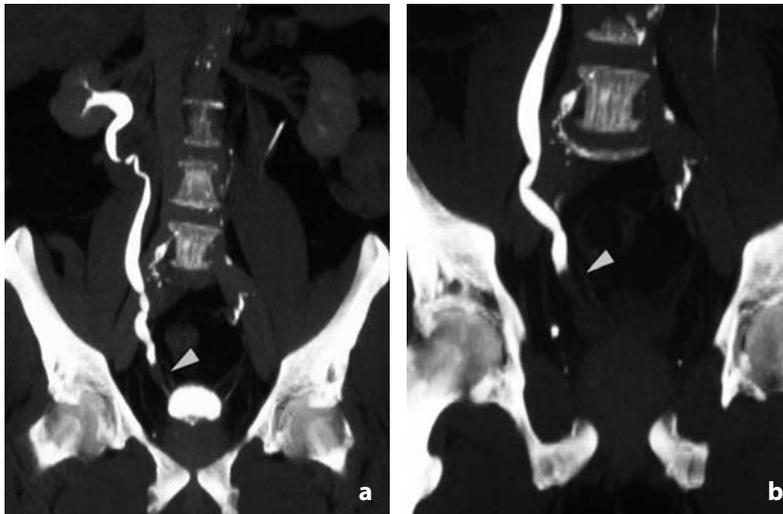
Uro-TC. Neoplasia ureterale distale. a-b Ricostruzioni MIP e c SSD. Difetto di riempimento nel lume ureterale destro (punte di freccia), con retrodilatazione delle vie escrettrici
